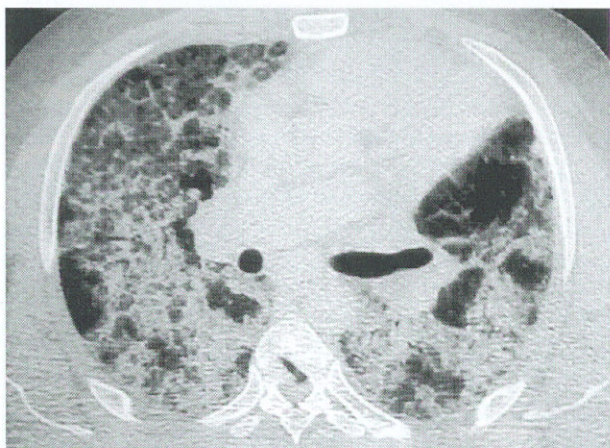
Tomografía computarizada previa al primer lavado broncoalveolar. Patrón en empedrado pulmonar que afecta casi la totalidad del parénquima, más evidente en campos inferiores y medio.
